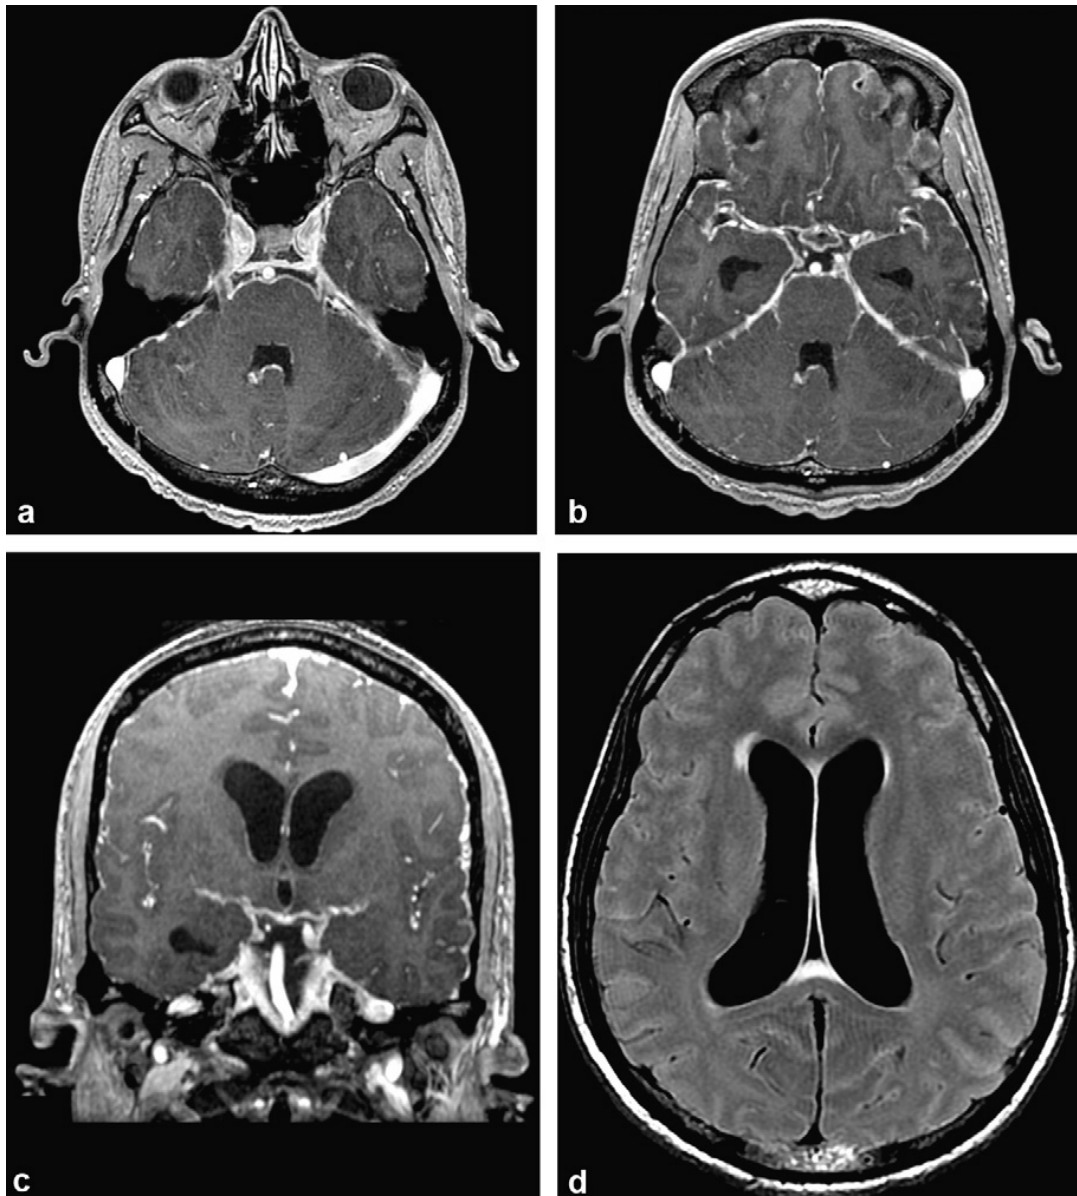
Méningite tuberculeuse : a : coupe axiale T1 injectée ; b : coupe axiale T1 injectée ; c : coupe frontale T1 injectée. Sur ces trois coupes, il existe un épaissement méningé épais, parfois nodulaire, prédominant dans les citernes de la base et dans les vallées sylviennes, enserrant les artères cérébrales moyennes ; d : coupe axiale FLAIR : hydrocéphalie liée à la gêne à la circulation du liquide cébrospinal. [42].
